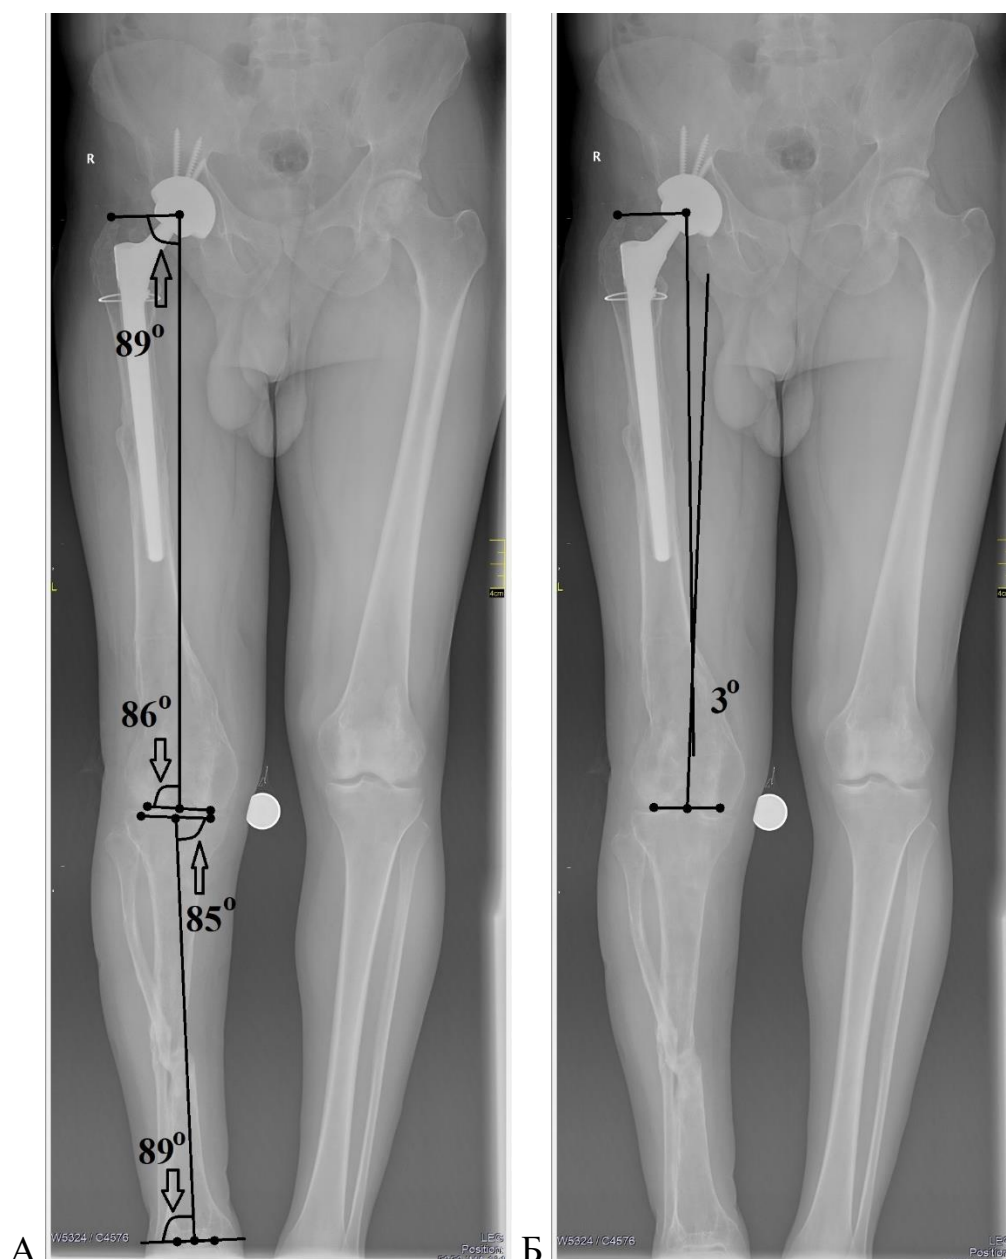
Телерентгенограмма нижних конечностей пациента С., 1982 г. р., после тотального эндопротезирования правого тазобедренного сустава: референтные линии и углы и величина остаточной деформации после 2 этапа операции: А – мЛПрБУ – 89° , мЛДБУ – 86° , мМПрББУ – 85° , мЛДББУ – 89° ; Б – величина остаточной деформации 3° , что является допустимым после эндопротезирования тазобедренного сустава
